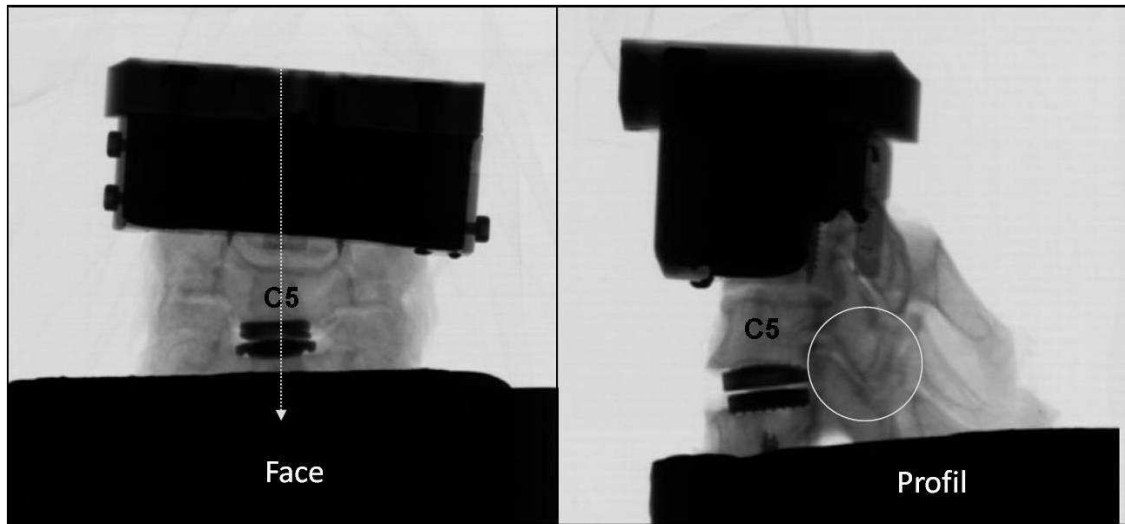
Radiographies de face et de profil du segment instrumenté.
